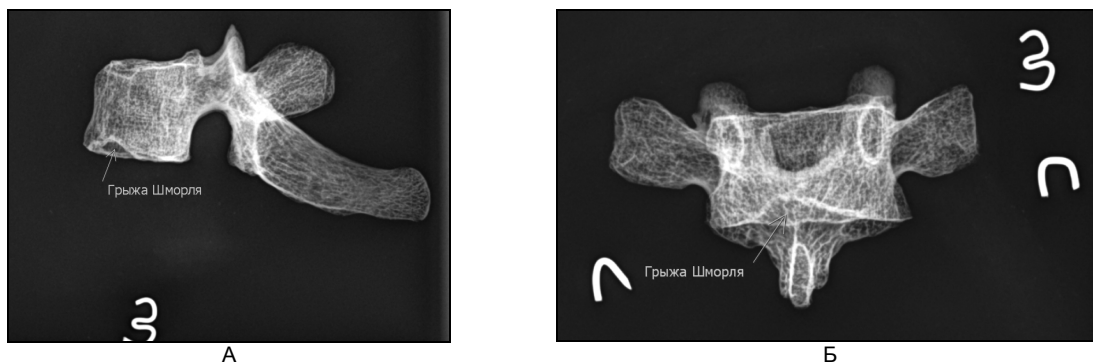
А — рентгенография Th3 боковая проекция; Б — рентгенография Th3 прямая проекция.
